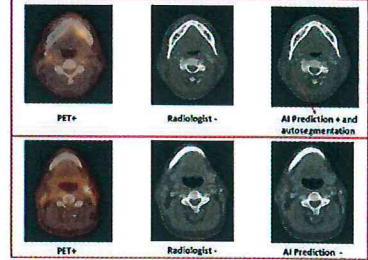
Representative cases of PET-avid lymph nodes (Top row) PET-CT fusion image shows a PET-avid lymph node (arrow). The radiologist's interpretation based on contrast-enhanced CT was negative, while the AI model correctly predicted the node as positive and provided an auto-segmentation. (Bottom row) Another PET-avid lymph node (arrow) missed by the radiologist on CT, and also missed by the AI model.
